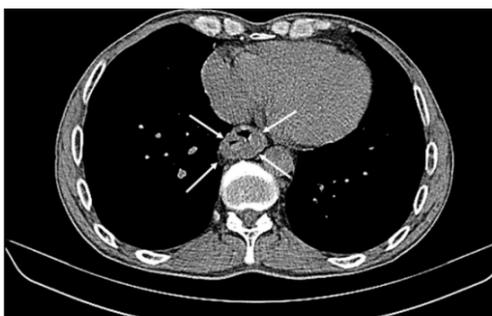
МСКТ грудной клетки. Метастатическое поражение пищевода (отмечено стрелками)
